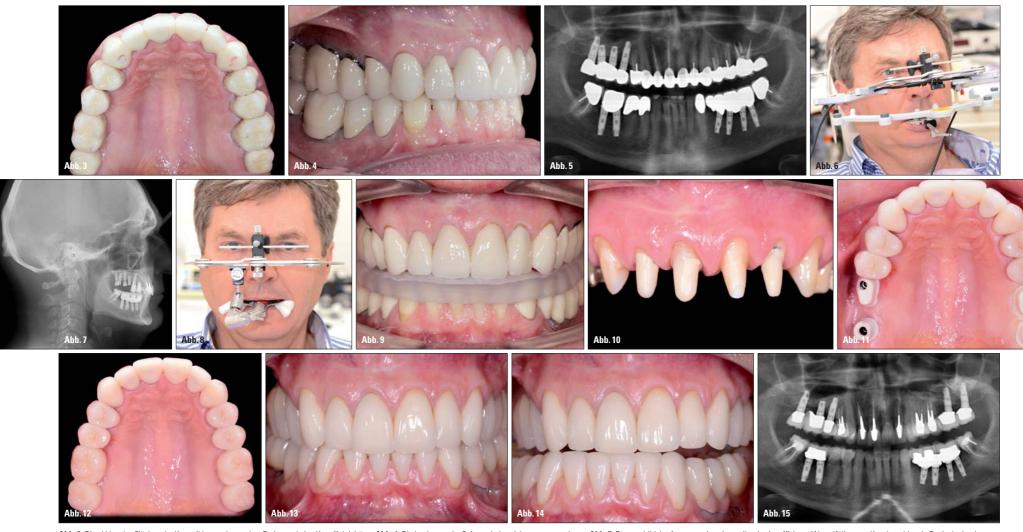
Die okklusalen Flächen der Keramikkronen boten dem Patienten keine Kaueffektivität. — Abb. 4: Die Implantate im Seitenzahnbereich waren exponiert. — Abb. 5: Röntgenbild der Ausgangssituation: teilweise insuffiziente Wurzelfüllungen, Knochenabbau in Regio der Implantate, fragwürdige Implantatzahl sowie -position. — Abb. 6: Instrumentelle Funktionsdiagnostik mittels Axiografie. — Abb. 7: Die kephalometrische Vermessung bestätigte den vertikalen Verlust der Bisshöhe. — Abb. 8: Mithilfe des Transferbogens wurde die Mundsituation in den Artikulator überführt. — Abb. 9: Die myopathische Entspannungsschiene mit einer Bisshebung von 6 mm. — Abb. 10: Sanierte Situation der Stümpfe vor dem Anfertigen der definitiven Restaurationen. — Abb. 11: Die keramischen Einzelkronen für die Frontzähne sowie die Prämolaren sind eingesetzt. Die Implantate im Molarenbereich wurden mit individuellen keramischen Abutments versorgt. — Abb. 12: Die eingegliederten Restaurationen (Kronen aus Lithiumdisilikat, IPS e.max Press). — Abb. 13: Die Ansicht von frontal zeigt ein funktionell sowie ästhetisch gelungenes Ergebnis. — Abb. 14: Kontrolle von Laterotrusion und Protrusion. — Abb. 15: Abschließendes Röntgenbild: Selbst die Implantatneigungen konnten mit den individuell angefertigten Suprakonstruktionen und Kronen optimiert werden.
